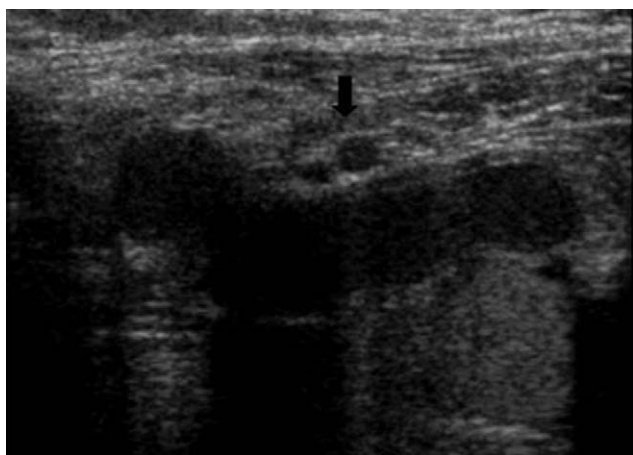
Ecografía modo B en la que se observa la extensión de la lesión que se introduce lateralmente a los vasos epigástricos (flecha) para alcanzar finalmente la pared uterina.
